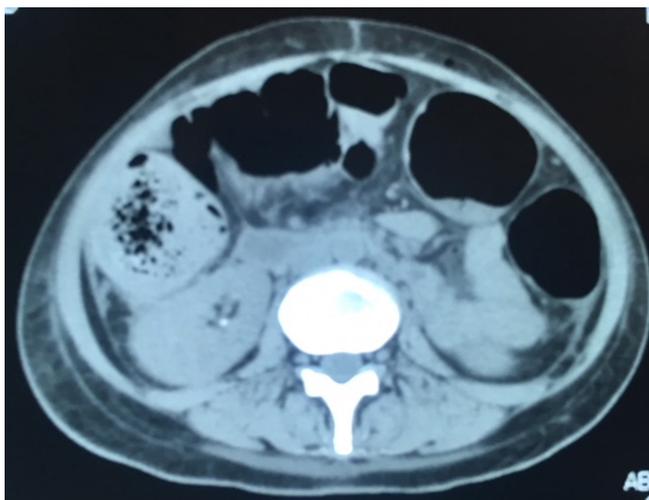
Tomografia de abdome sem contraste, corte axial, demonstrando dilatação intestinal, espessamento de paredes, com grande presença de gases e conteúdo fecal.
